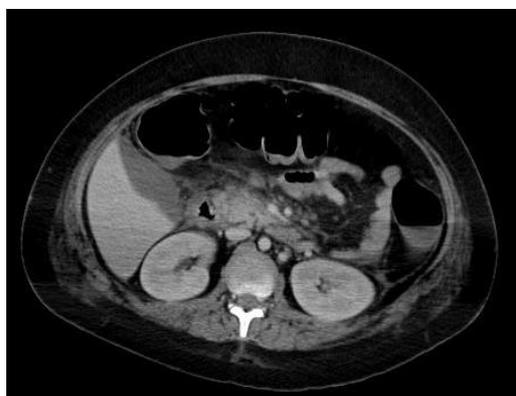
Tomografía abdomino pélvica
